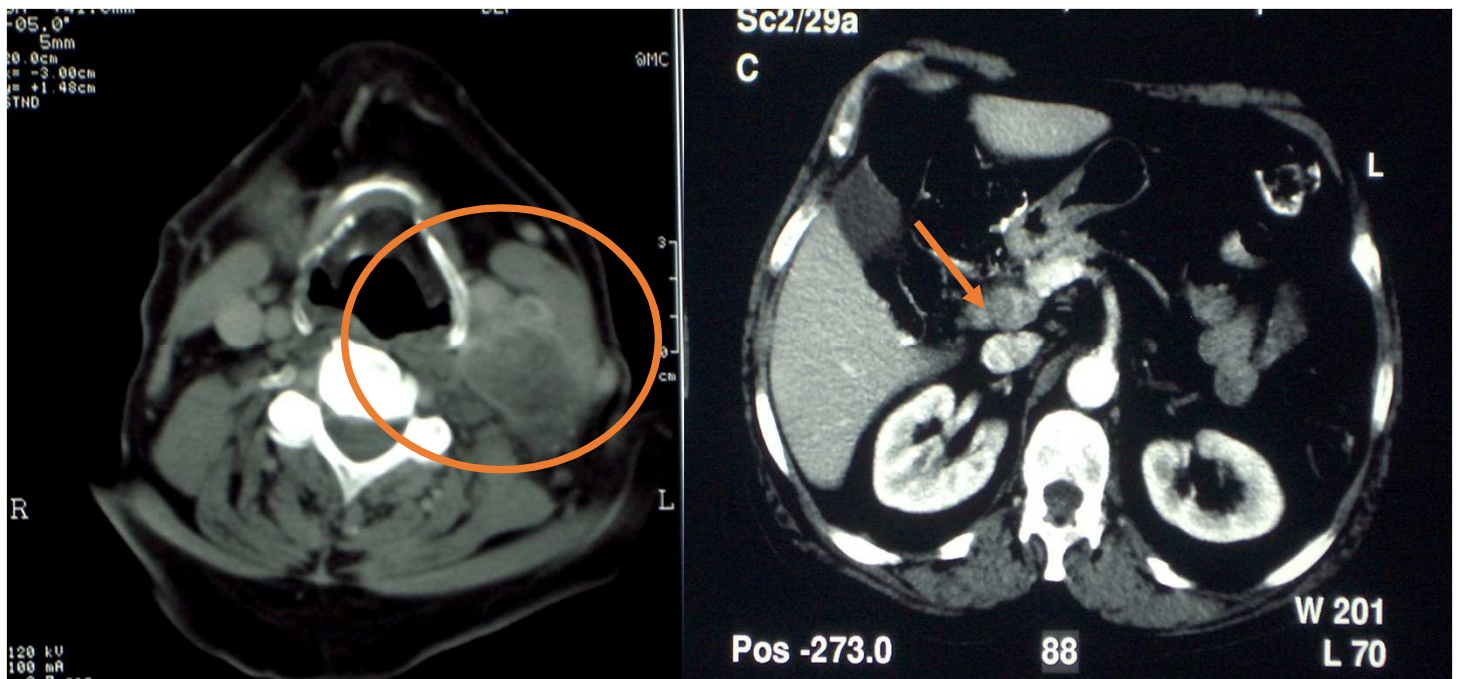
TC de cuello (izquierda) y de abdomen (derecha) en un paciente que consulta por masa palpable supraclavicular izquierda. En el TC de cuello se identifica una masa adenopática necrosada supraclavicular izquierda sin otros hallazgos. La panendoscopia oral y el resto del estudio cervical fue negativo por lo que se decide ampliar la evaluación a tórax y abdomen, detectándose una pequeña lesión hipocaptante y excrecente en la cabeza del páncreas (flecha naranja). El estudio histológico confirmó finalmente neoplasia pancreática con ganglio de Virchow de gran tamaño.
